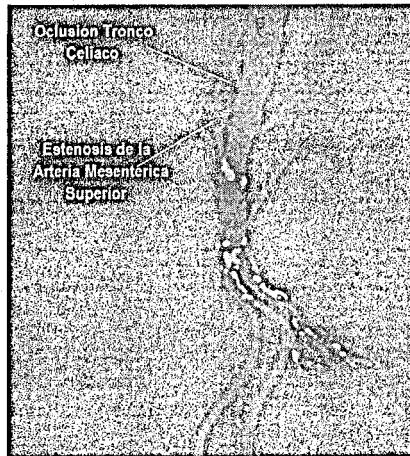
Angio TAC con hallazgos compatibles con isquemia mesentérica crónica en un hombre fumador de 57 años con historia de dolor epigástrico exacerbado por la ingesta de alimentos y pérdida de peso. Tomado de: Noronha et al., 2013.
